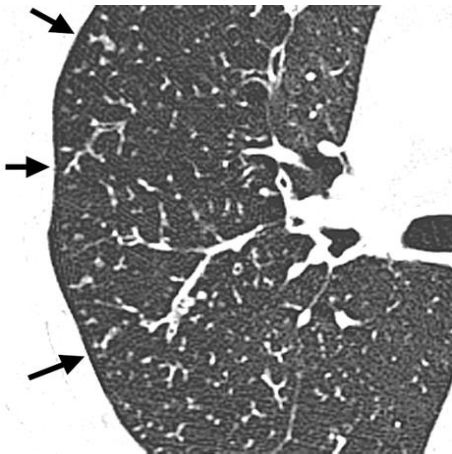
Transversaler CT Scan zeigt Tree-in-bud Muster (24)
